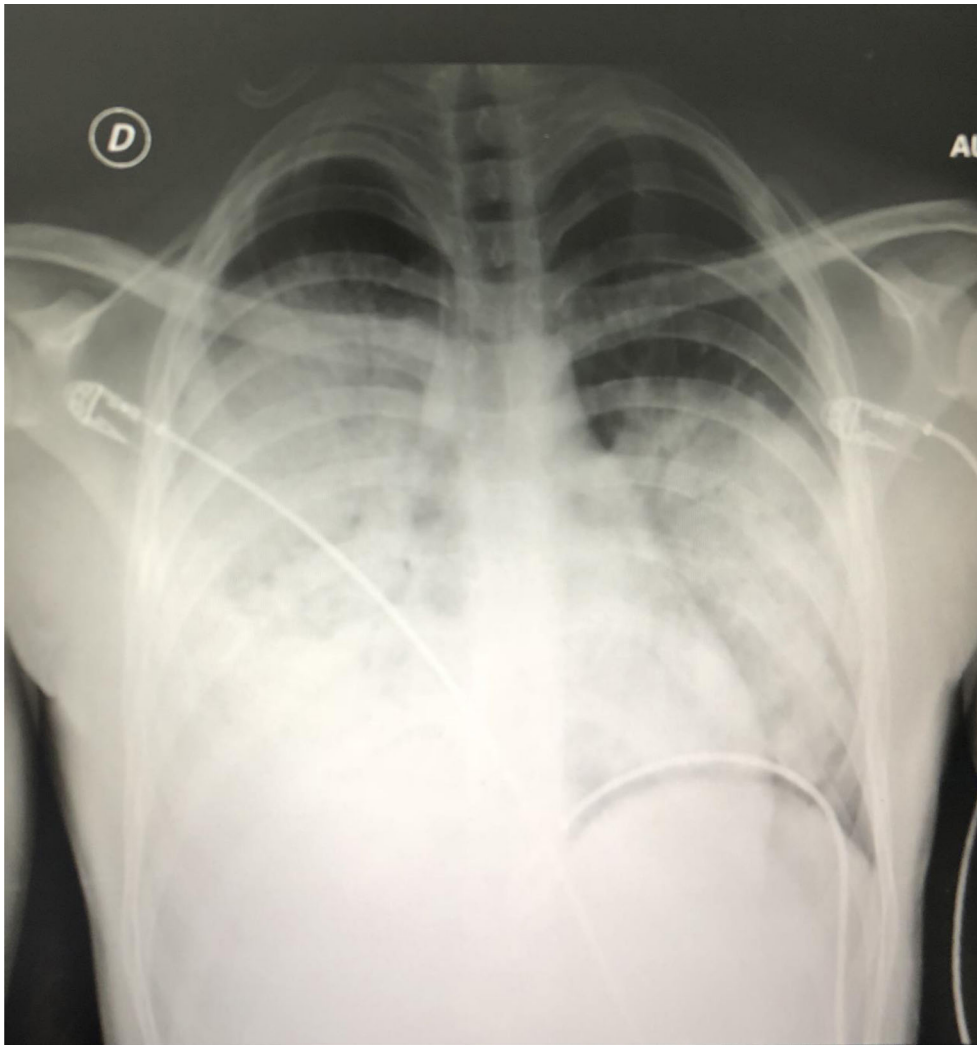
Radiographie thoracique de face montrant un syndrome alvéolaire avec des infiltrats bilatéraux diffus prédominants à droite
